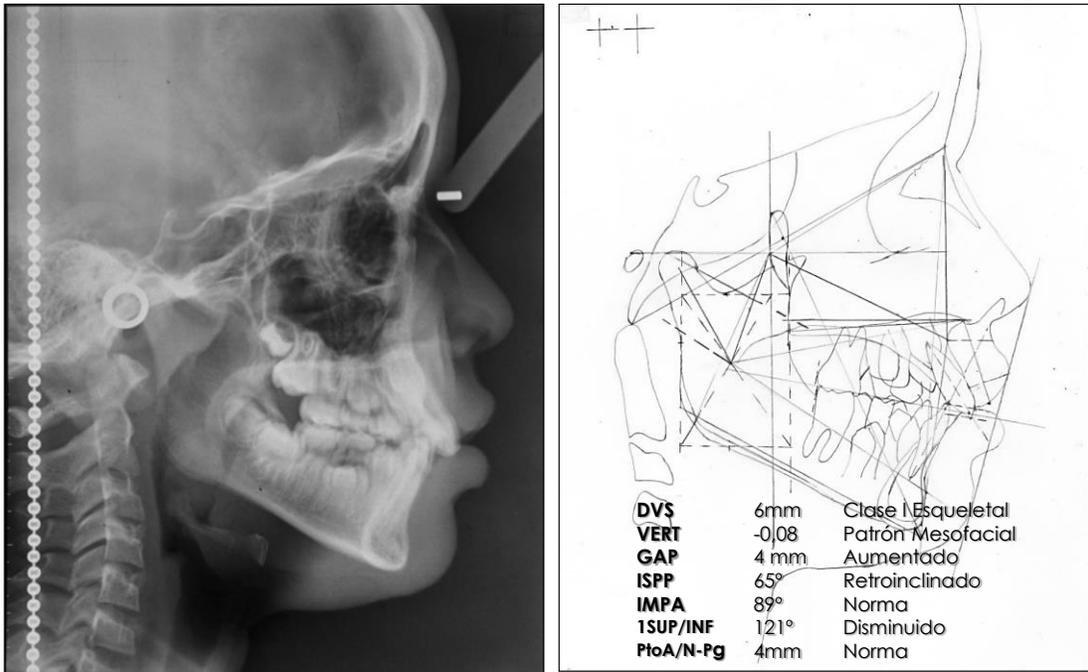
Radiografía Cefálica lateral inicial y trazado cefalometrico de Ricketts.
